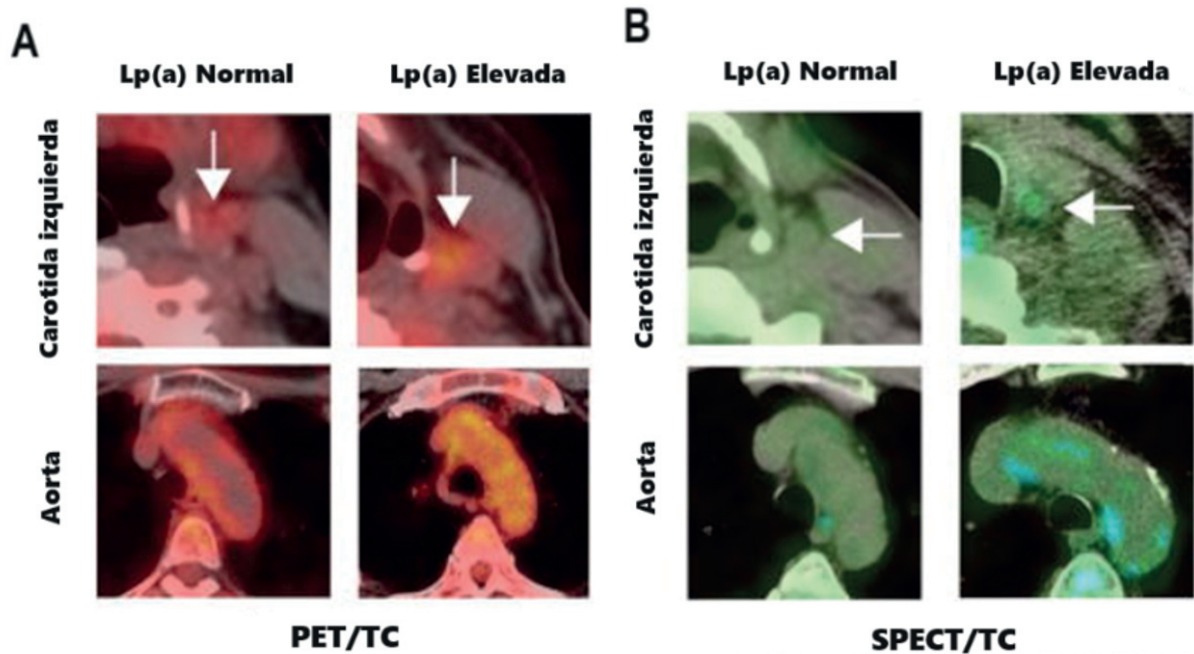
Aumento de la inflamación de la pared arterial en sujetos con Lp(a) elevada. (A) Imágenes de PET/TC que demuestran un aumento de captación en la carótida izquierda (arriba, indicada con una flecha blanca) y en la aorta (abajo) en un sujeto con Lp(a) normal y un sujeto con Lp(a) elevada. (B) Imágenes de SPECT/TC que demuestran un aumento de captación en sujetos con Lp(a) elevada en comparación con Lp(a) normal. Extraído de Van der Valk FM, Bekkering S, Kroon J, Yeang C, Van den Bossche J, Van Buul JD, et al. Oxidized Phospholipids on Lipoprotein(a) Elicit Arterial Wall Inflammation and an Inflammatory Monocyte Response in Humans. *Circulation*. 2016;134(8):611-24
